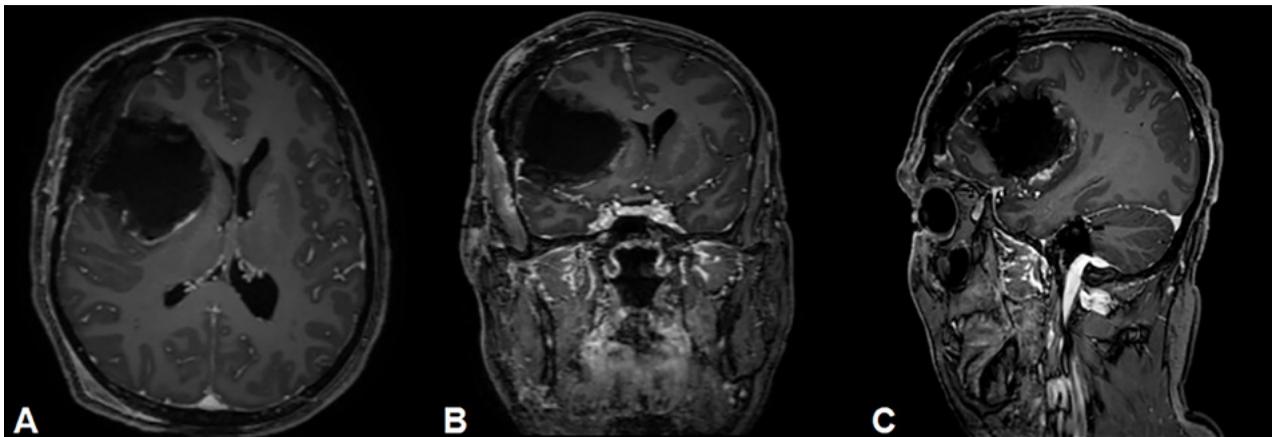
Resonancia magnética postquirúrgica, cortes axial, coronal y sagital en secuencia T1 con Gadolinio. Lecho quirúrgico sin lesión tumoral residual.
